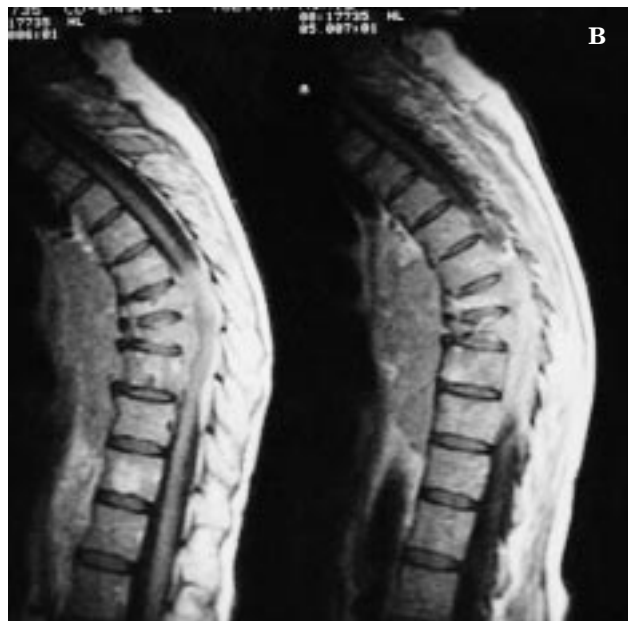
Resonancia nuclear magnética que muestra unas lesiones mixtas osteolíticas-osteoblásticas que afectan a las vértebras T7, T8 y T9 con colapso parcial de T8 y T9 con extensión pedicular bilateral y discal. A: Visión anteroposterior. B: Visión lateral.
